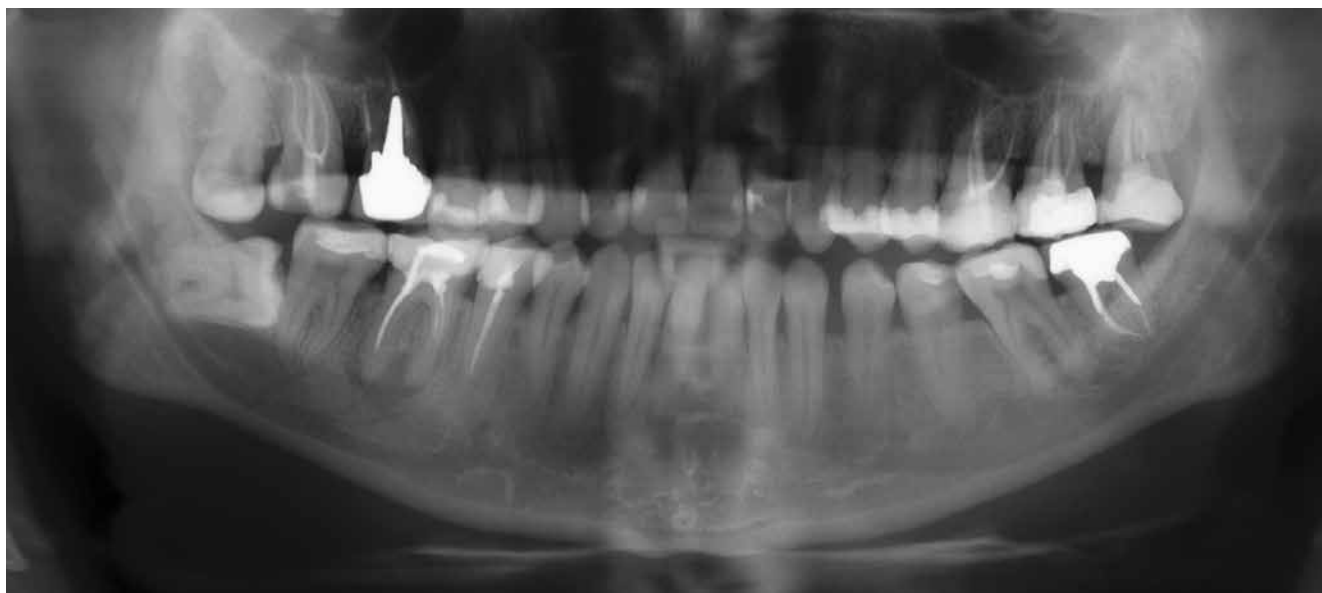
Ортопантомограмма пациентки N
